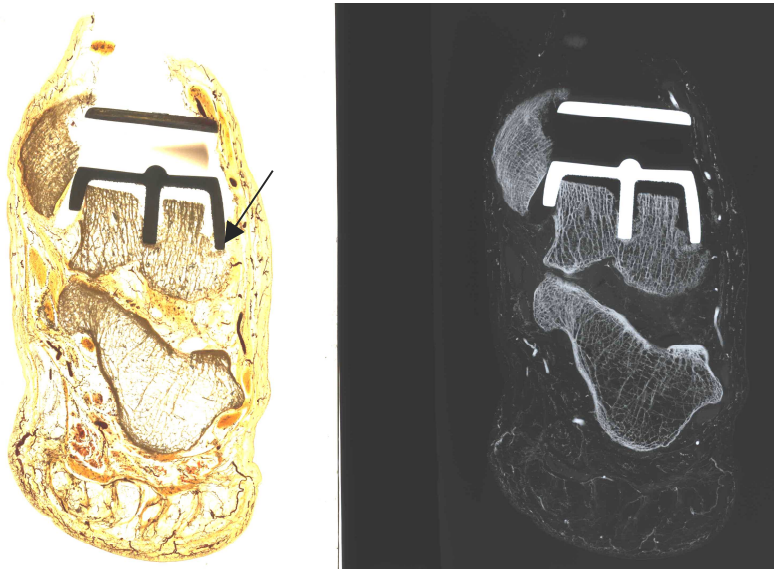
Scheibe aus der ersten Serie mit Prothese in der Ansicht von hinten, rechts das entsprechende Röntgenbild. Die laterale Wange der Taluskappe stößt auf den Prozessus lateralis und findet daher keinen vollständigen Kontakt zum Implantatlager. Die in dieser Bildebene tief in den Taluskörper eindringende Verankerungsfinne ist zu beachten.
